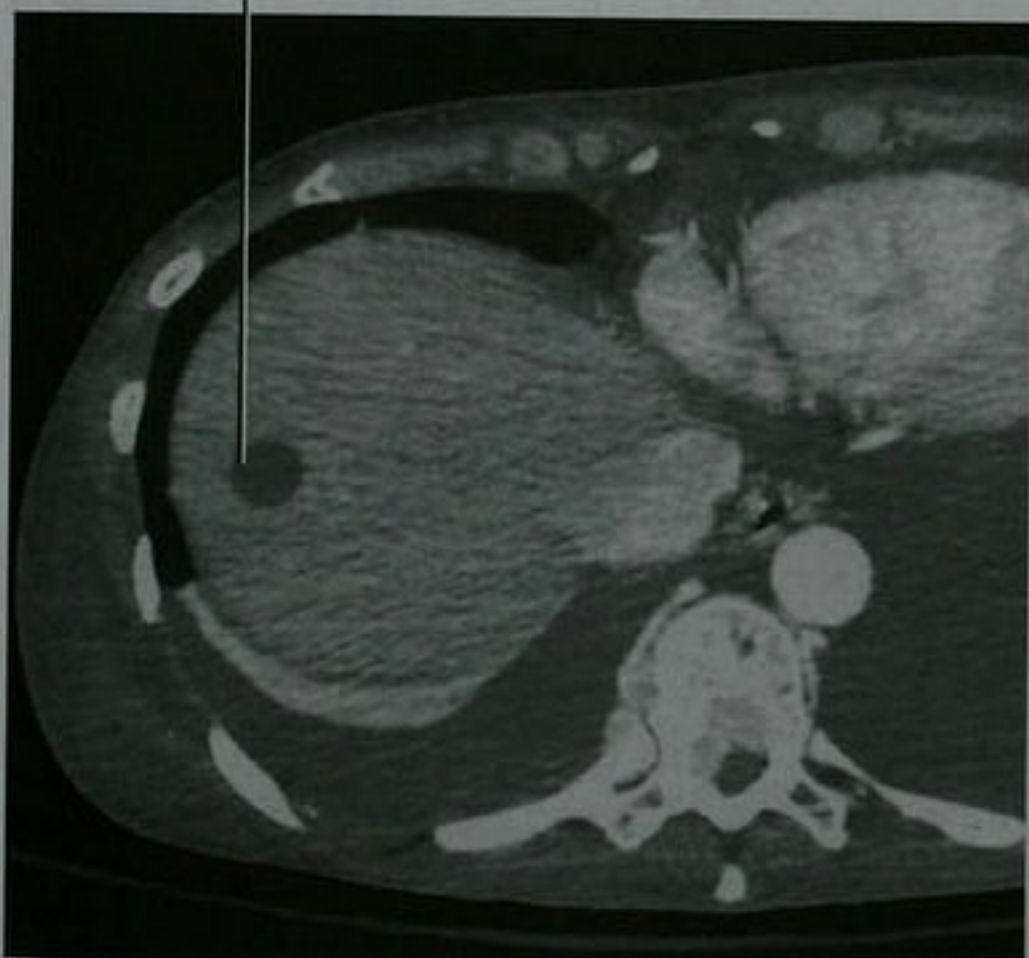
软组织肉瘤肝转移患者的增强轴位 CT 图像显示肝脏近膈顶处病灶类似于单纯性囊肿
